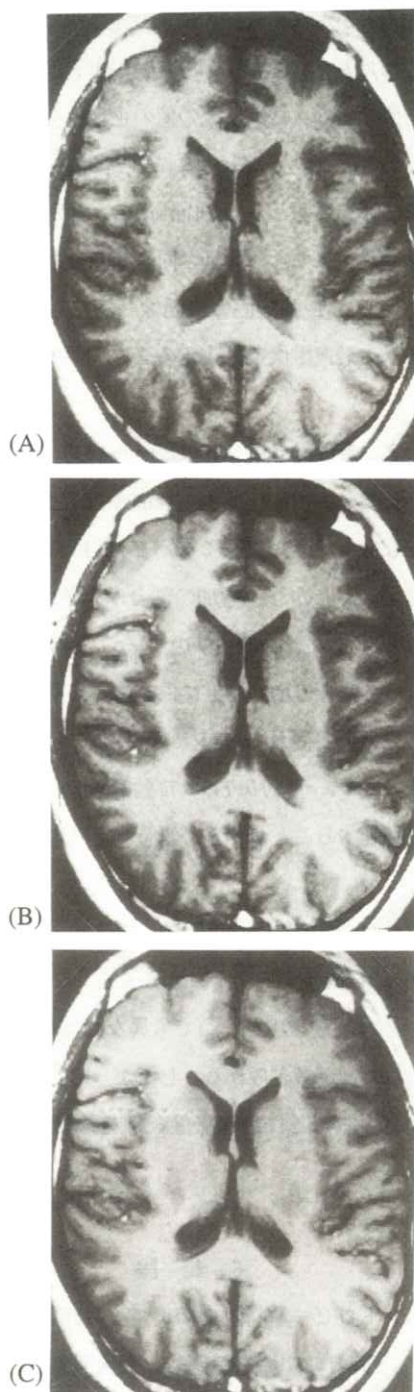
Normal brain T_1 -weighted MR images corresponding to T_R values of 300msec(A), 500msec(B) and 700msec(C).
